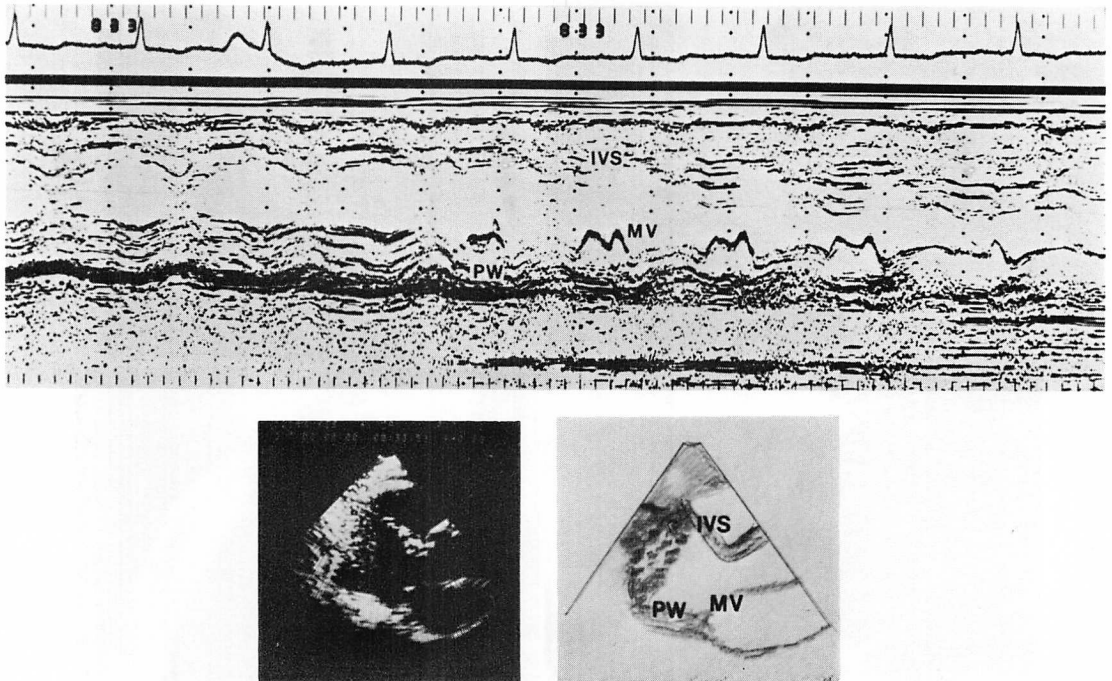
M-mode and cross-sectional echocardiograms of Case 2.
